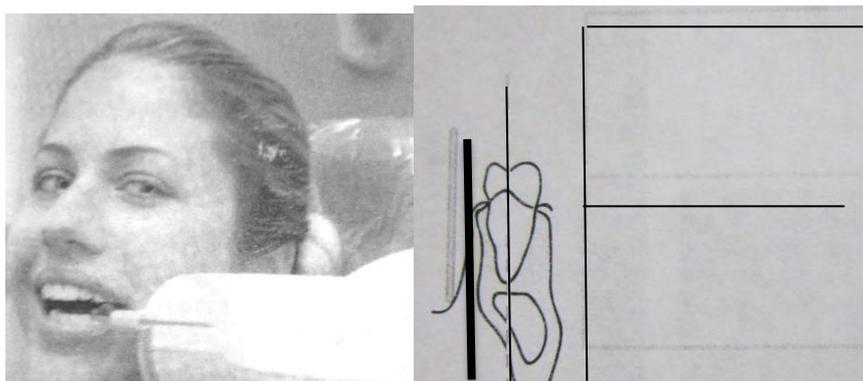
Toma de radiografía en molares inferiores.
